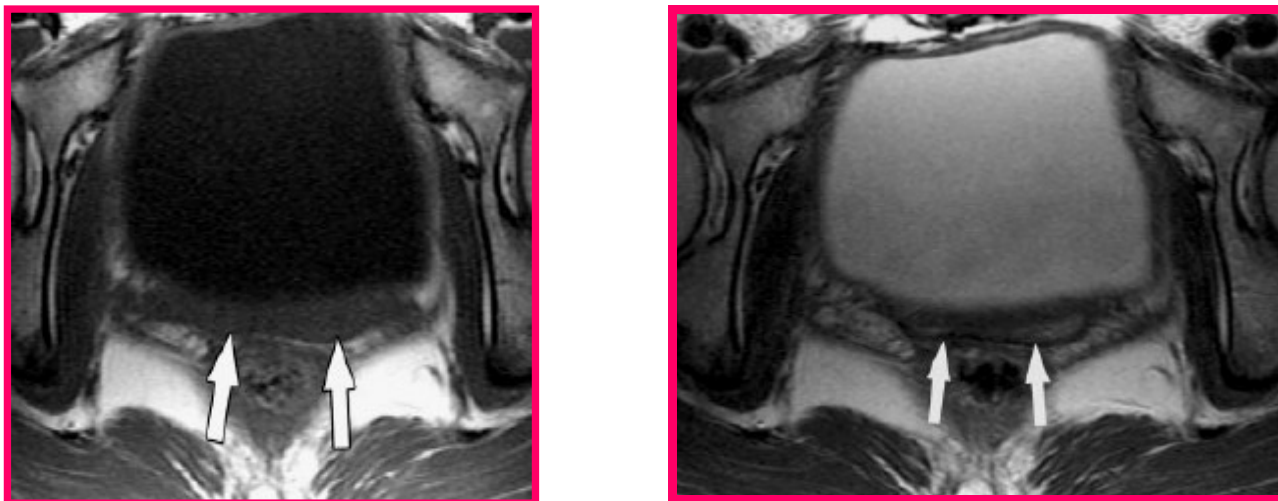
IRM coupe axiale T1, T2: Culs de sac vaginaux collabés, sous forme d'une bande en hyposignal T1.
